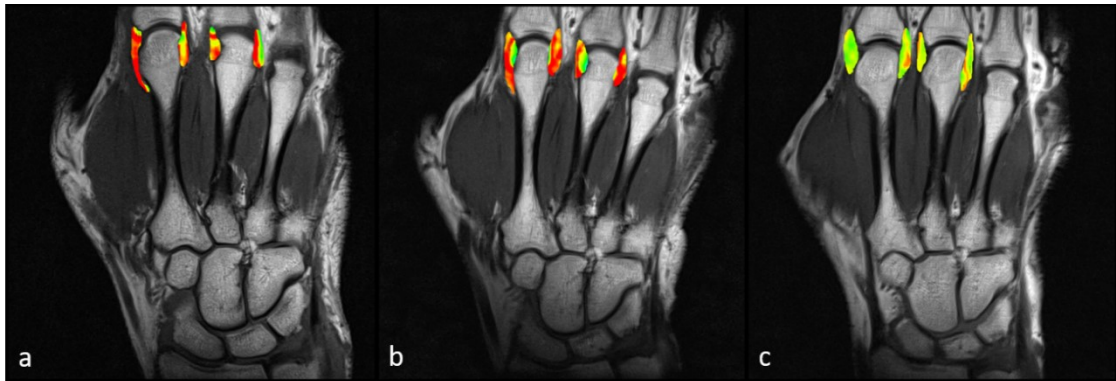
Bildbeispiel erhöhte Perfusion. Fusionierte Bilder aus nativen T1-Aufnahmen der Metacarpophalangealgelenke (MCP) II und III in koronarer Schnitfführung mit der farbkodierten Karte der dynamic contrast-enhanced Magnetresonanztomographie. Blau = niedrige Perfusion, grün = moderate Perfusion, gelb = erhöhte Perfusion und rot = sehr hohe Perfusion. Bild a ist der Ausgangsbefund vor Therapieeinleitung (V0). Die Bilder b und c zeigen die rückläufige Perfusion im MCP II und III bei dem Patienten mit initial hoher Perfusion nach drei (V3) und sechs Monaten (V6).
